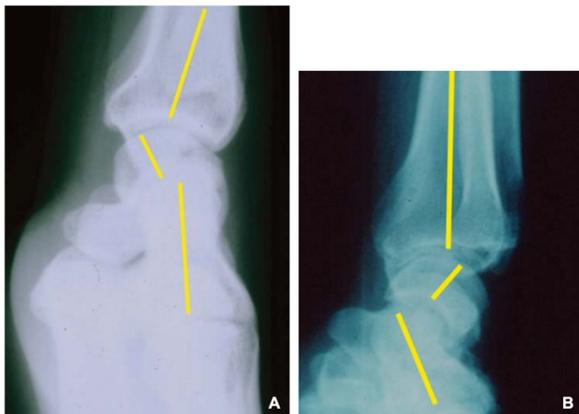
Radiographie de profil du poignet avec un DISI (A) et un VISI (B) [8]
